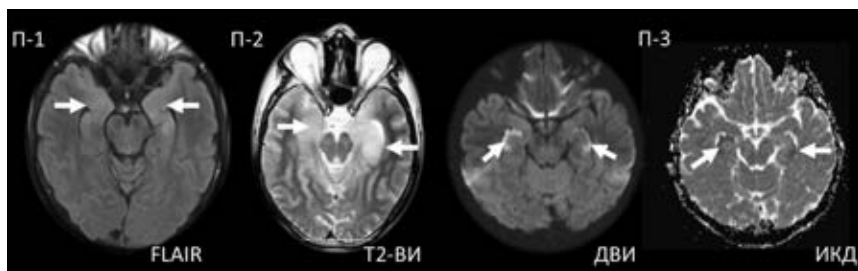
Пример МР-изображений трех пациентов с аутоиммунным лимбическим энцефалитом: у пациентов 1 и 2 (П-1 и П-2) отмечается повышение интенсивности МР-сигнала от миндалевидных тел и гиппокампальных формаций в обоих полушариях большого мозга, у пациента 3 отмечается более локальное ограничение диффузии с повышением МР-сигнала в режиме ДВИ и снижением его на ИКД-карте от зубчатых извилин гиппокампальных формаций
